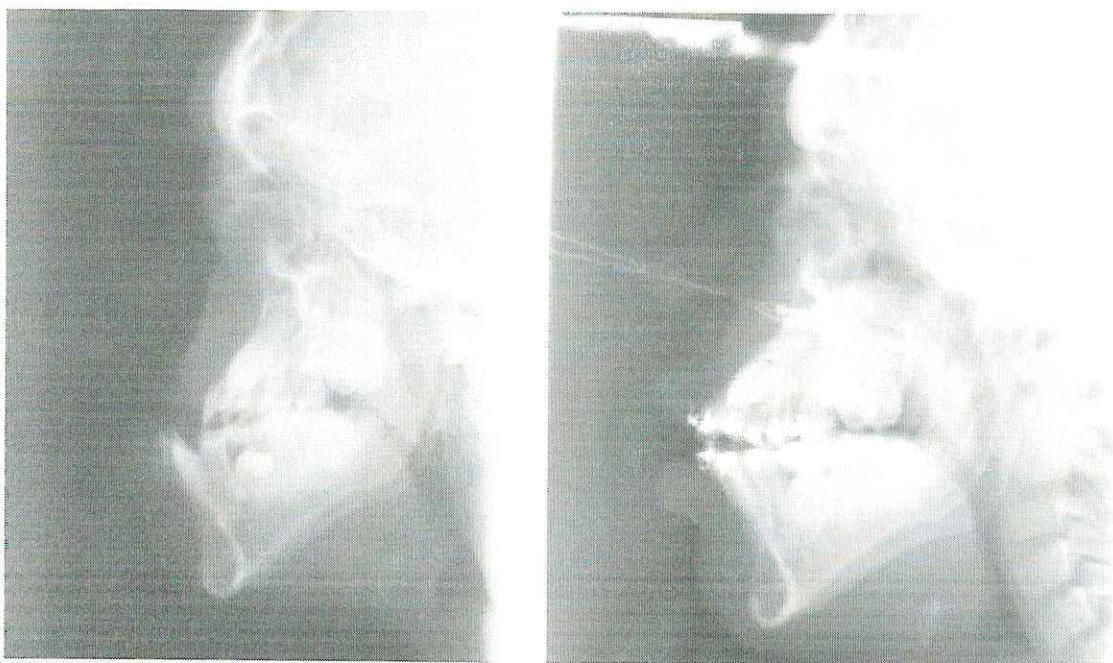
Рентгенограммы до операции и после окончания дистракции.
